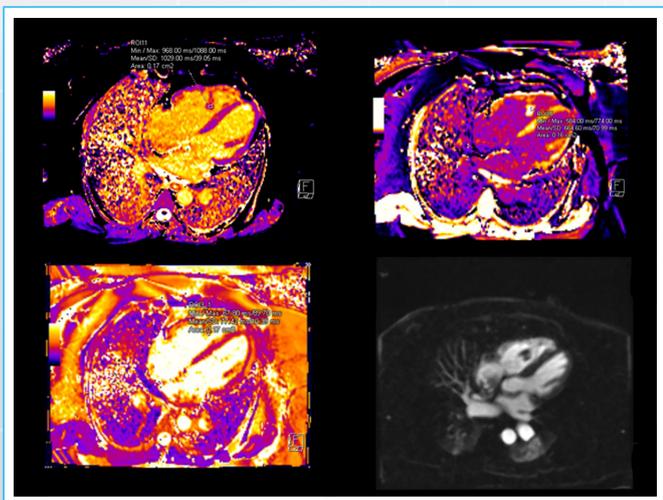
Resonancia magnética cardíaca. Técnicas de caracterización tisular de la masa cardíaca en ventrículo derecho. Mapas de T1 pre- y poscontraste, de T2 y de realce tardío. Patrón de imagen compatibles con trombo.
